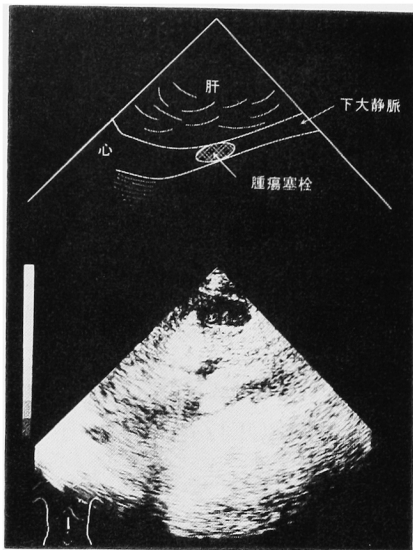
Ultrasonography reveals tumor thrombus in inferior vena cava.
